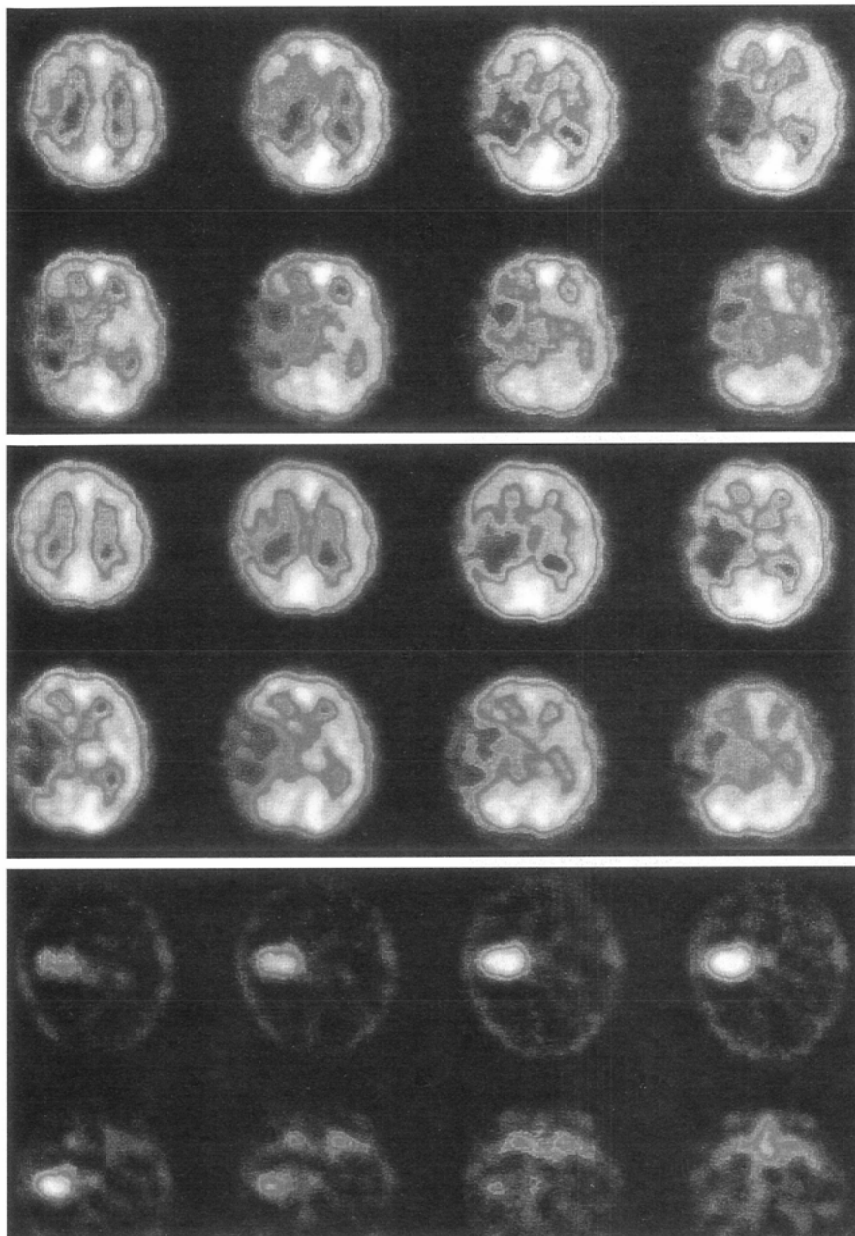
A. 46 year-old female (case 8). Metastasis (anaplastic). Decreased uptake was recognized with dynamic (upper) and static (middle) ECD. However, marked uptake was recognized with ²⁰¹Tl SPECT (low).
